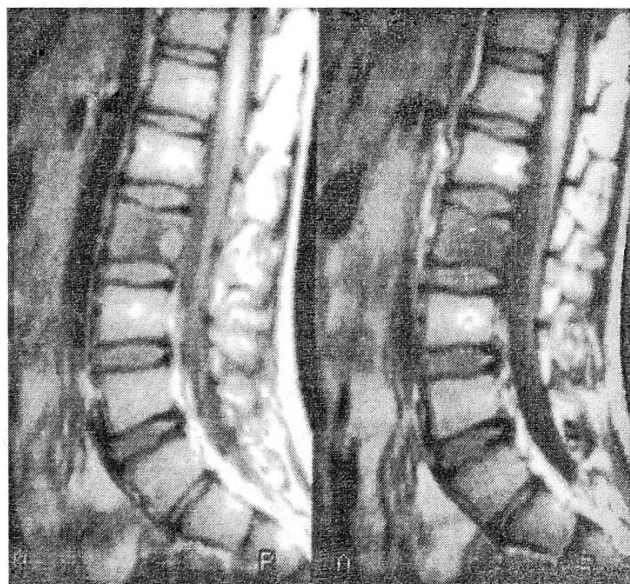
Магнитно-резонансная томограмма: «гнездо» остеонидной остеомы тела L3 позвонка.
